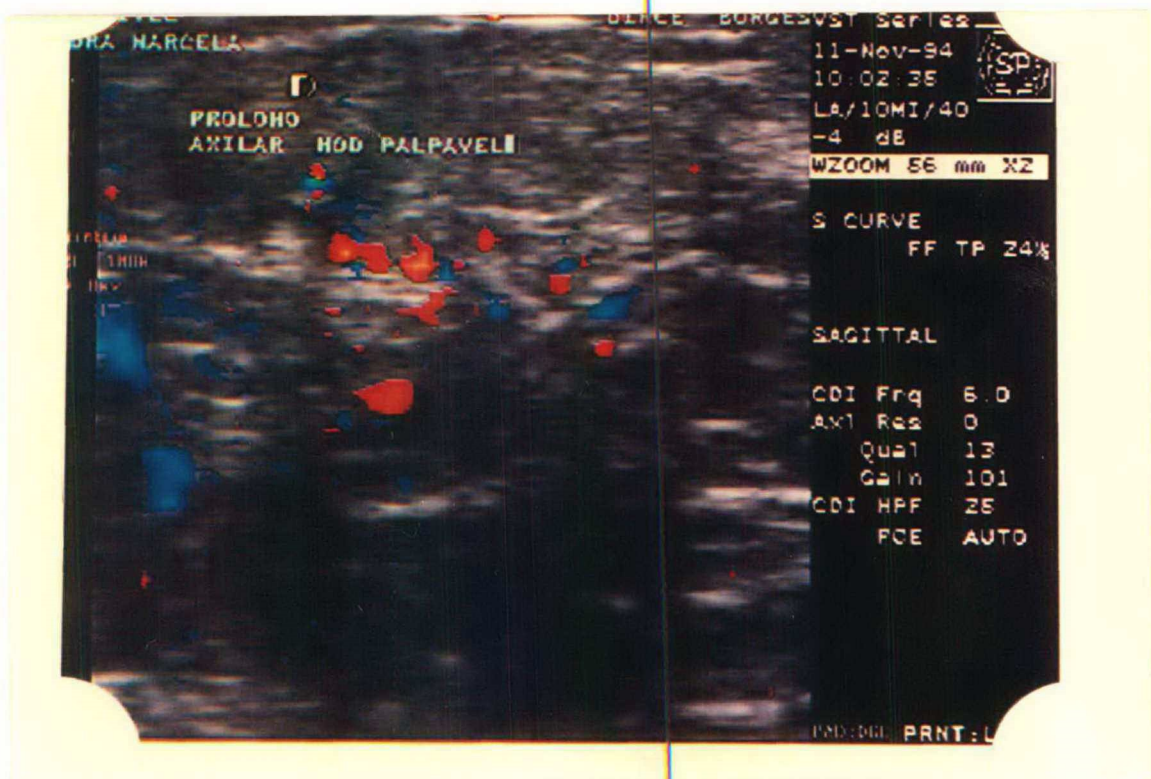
Ultrassonografia com Doppler de 11.11.94
